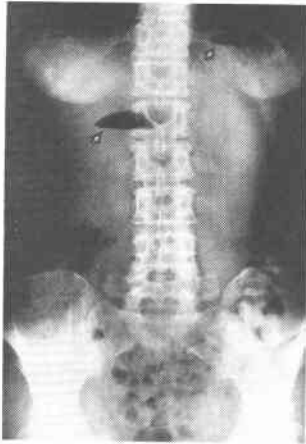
上部消化管X線像：十二指腸下行脚から水平脚への移行部で閉塞（矢印）している。
